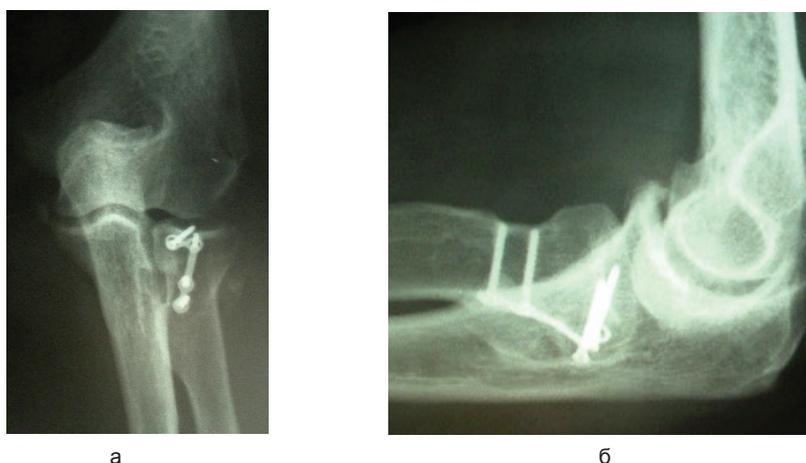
Рентгенограммы больной через два года после операции: (а – прямая проекция; б – боковая)
